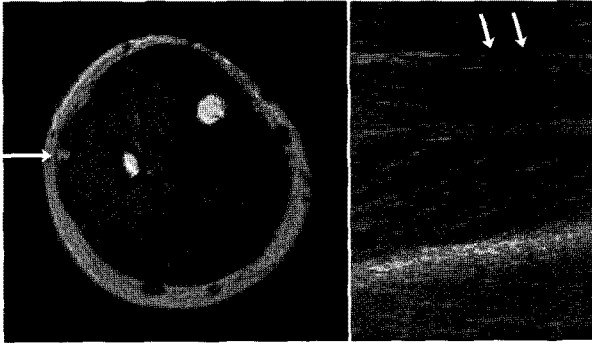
The MRI T1WI scan shows the fibrotic healing of the injured peroneal muscle (arrow). The sonographic finding also shows the inhomogenous signal of the fascial injury.
